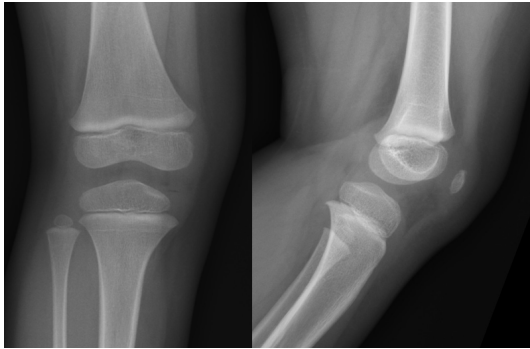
Radiografía anteroposterior y lateral de rodilla derecha, de un niño de 6 años, con fisis en forma de “W”.
